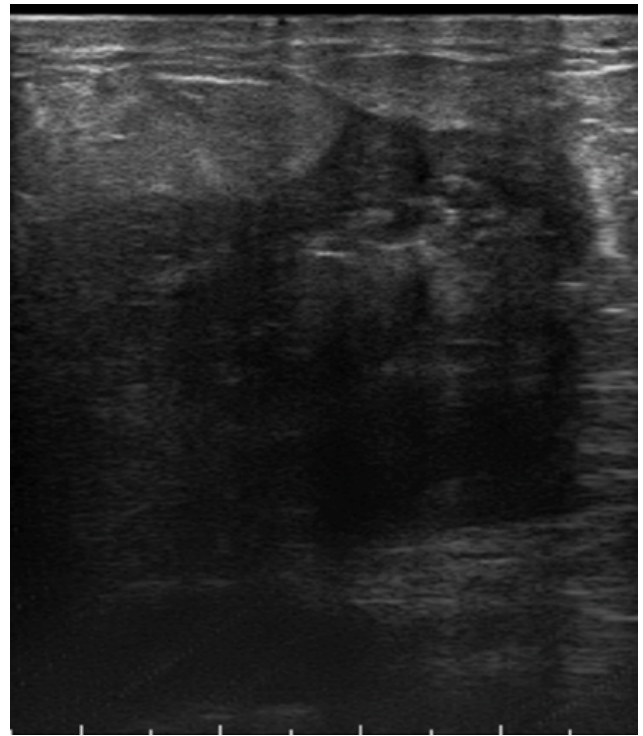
Ecografía 20 días después
